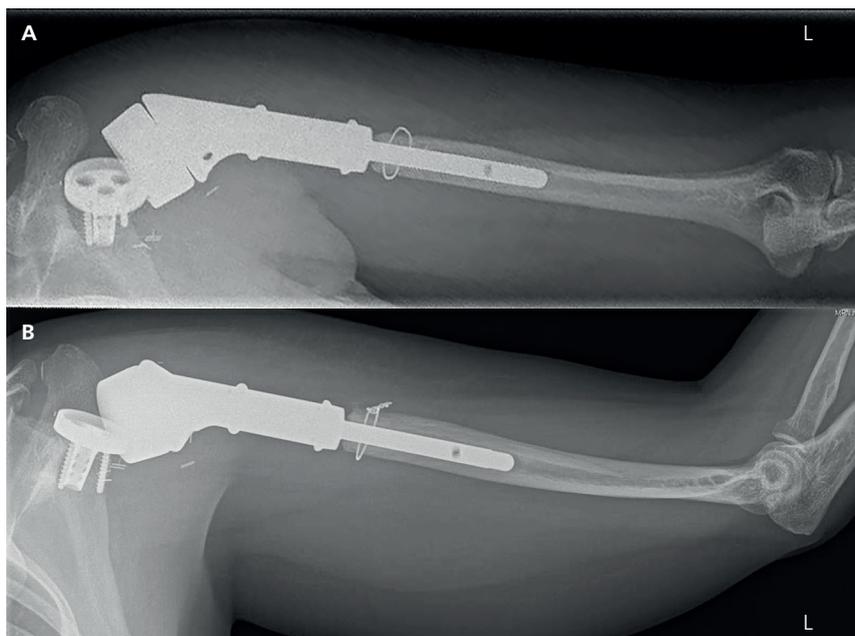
/B: Röntgenbilder des linken Humerus in zwei Ebenen. Nach Tumorresektion wurde eine modulare inverse Schulterendoprothese implantiert.
